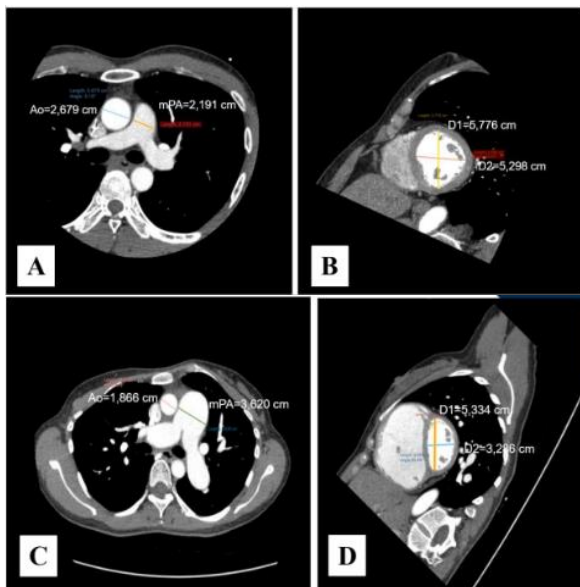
A 41 year old male with symptomatic bradycardia, echocardiographic examination shows a low probability of pulmonary hypertension, with normal mPA/Ao ratio and no flattening of the interventricular septum observed. (mPA/Ao ratio = 0,8; EI = 1,09) (A,B). A 42 year old female, with a diagnosis of ASD, echocardiographic examination shows a high probability of pulmonary hypertension, with mPA/Ao ratio $> 1,005$ and flattening of the interventricular septum observed (mPA/Ao ratio = 1,9; EI = 1,6) (C,D)
